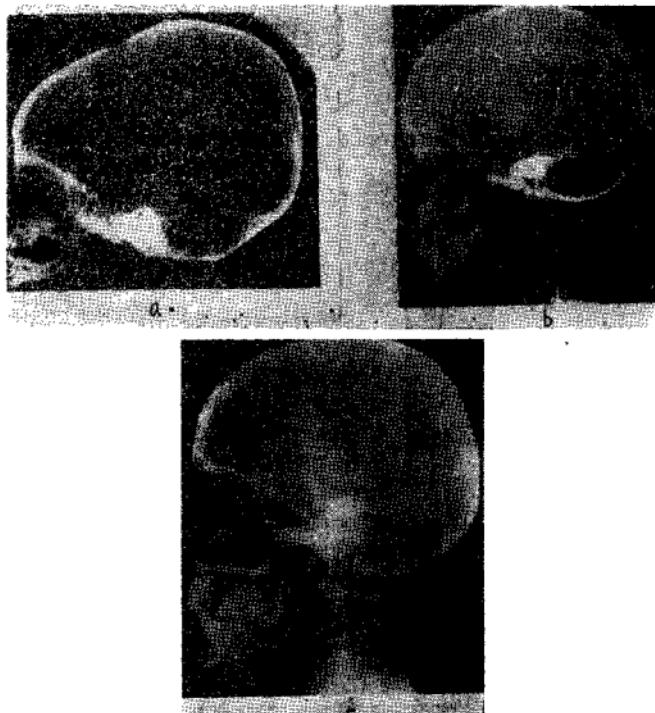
a出生时，b 6岁时和c成熟时的X线头颅片。6岁时的颅几乎达到成人的程度，但面部却比成人明显的小。
